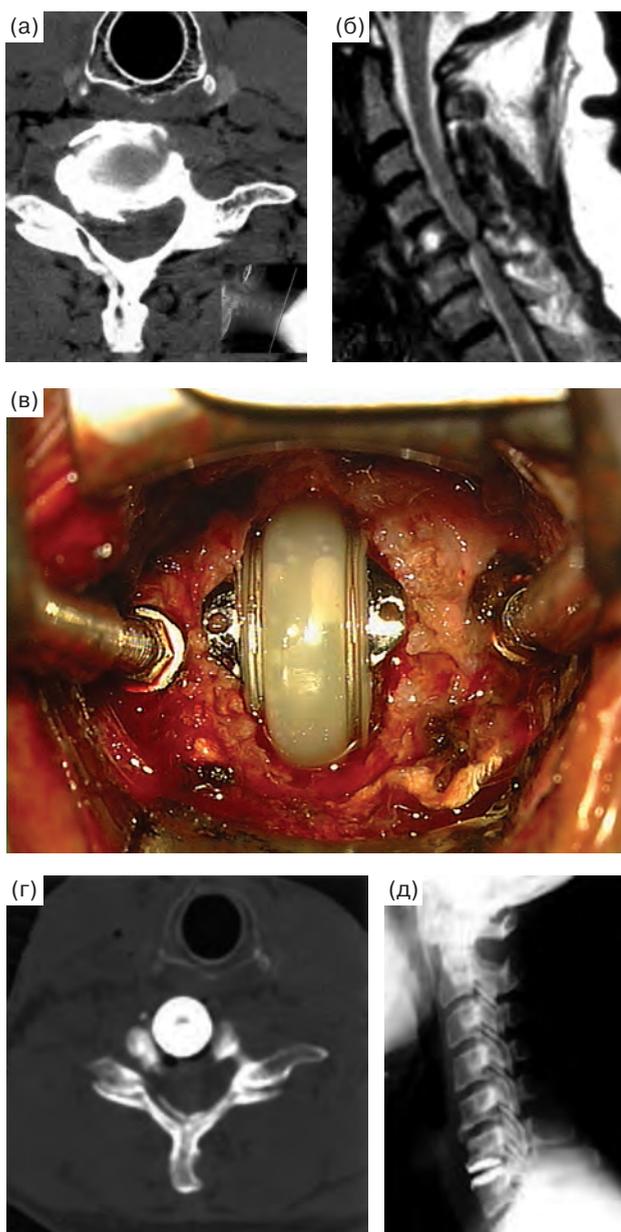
Данные того же пациента с клинической картиной спондилогенной шейной миелопатии: дооперационная КТ, аксиальный срез на уровне C_6 (а); дооперационная МРТ, сагиттальная проекция, по данным дооперационных исследований, имеется двусторонняя компрессия спинного мозга остеофитами без признаков кифозирования позвоночника (б); интраоперационная фотография – в полость удаленного диска установлен протез (в); контрольная КТ (г); спондилография (д).
